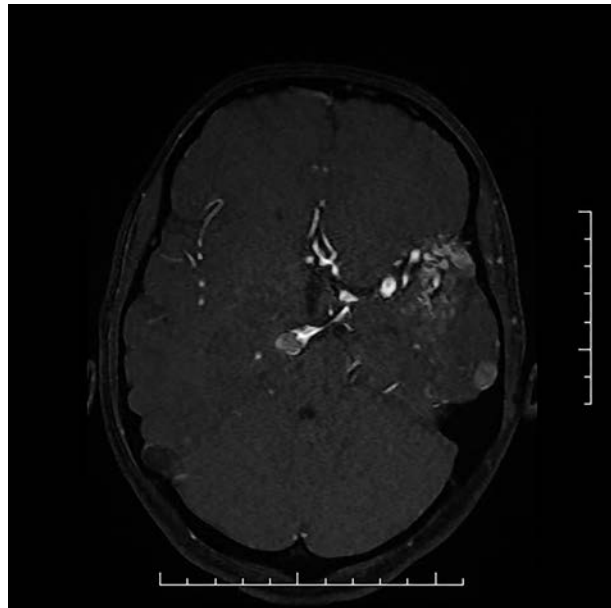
МРТ: признаки аневризмы основной артерии
